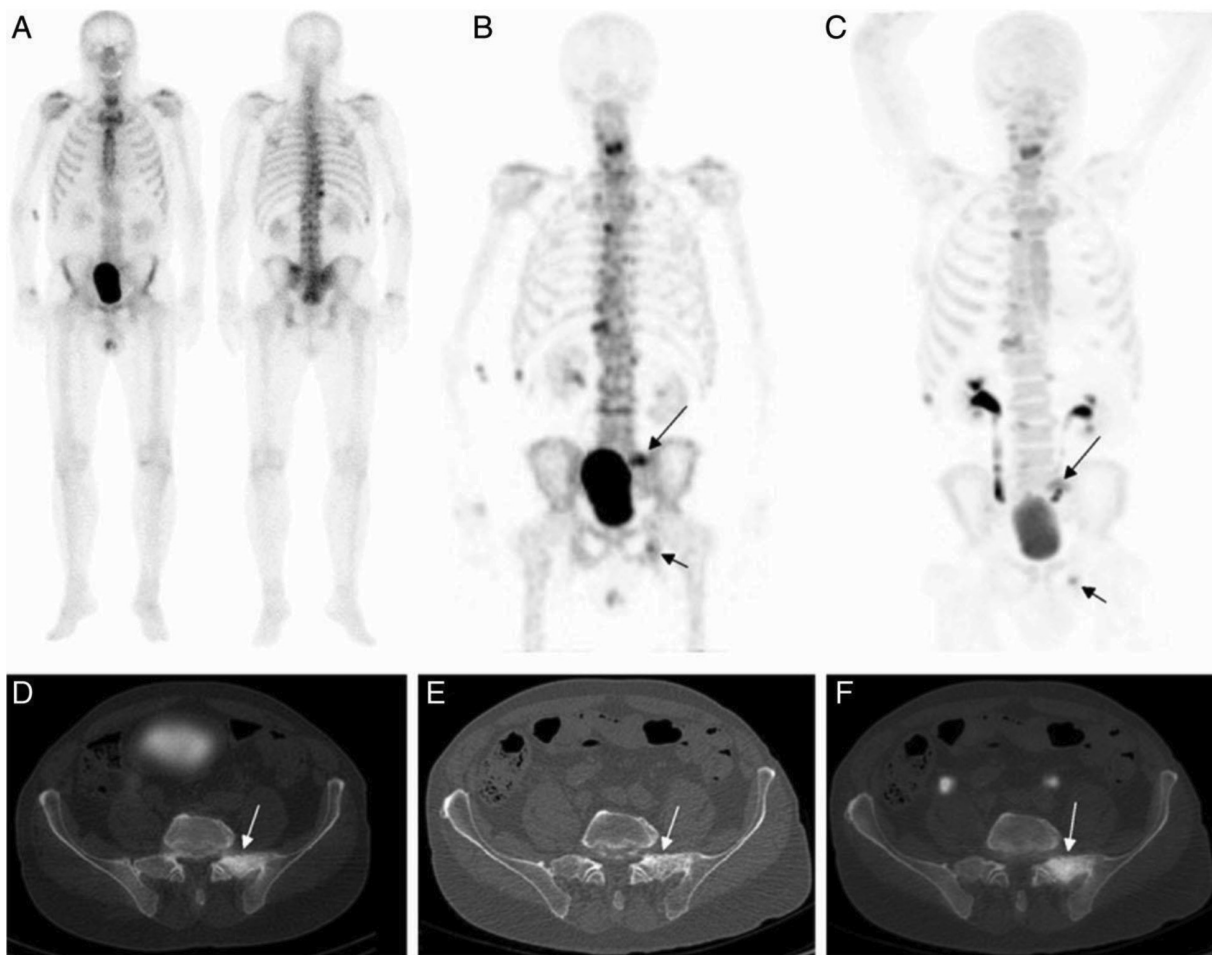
(А) Планарна остеосцинтиграфія всього тіла в передній і задній прямих проєкціях: відсутність метастазів у кістках скелета за дихотомічною шкалою. (В, D, E) ОФЕКТ-КТ; (С, F) NaF-ПЕТ: виявлено метастатичні ураження на проєкційних зображеннях максимальної інтенсивності (чорні стрілки) [13]
